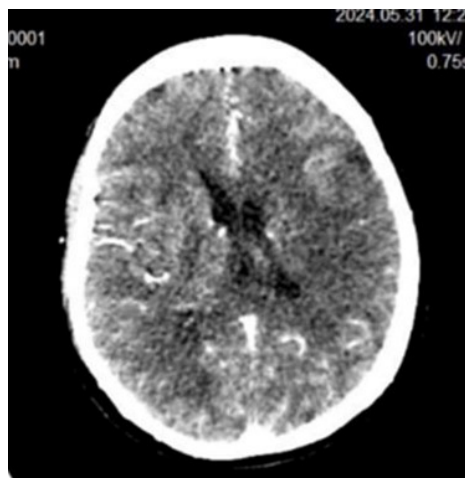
Angiotomografía de cráneo.
